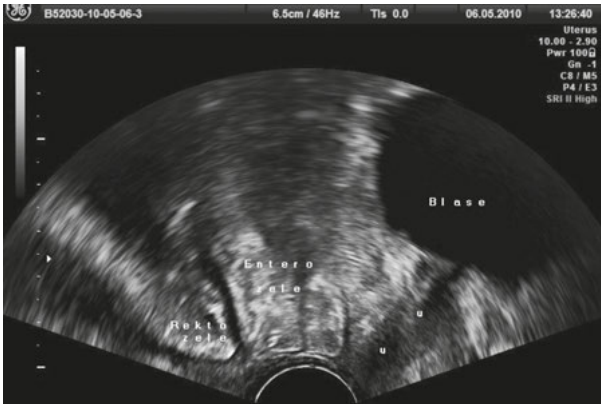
Enterozele in der Introitussonographie.
